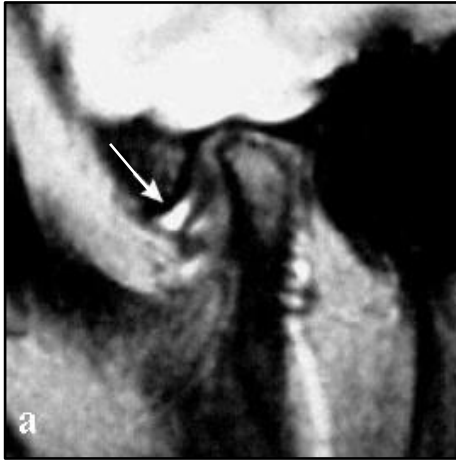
Sagital planda MRG’de ağız kapalı (a) ve ağız açık (b) pozisyonda normal disk kondil görünümü
